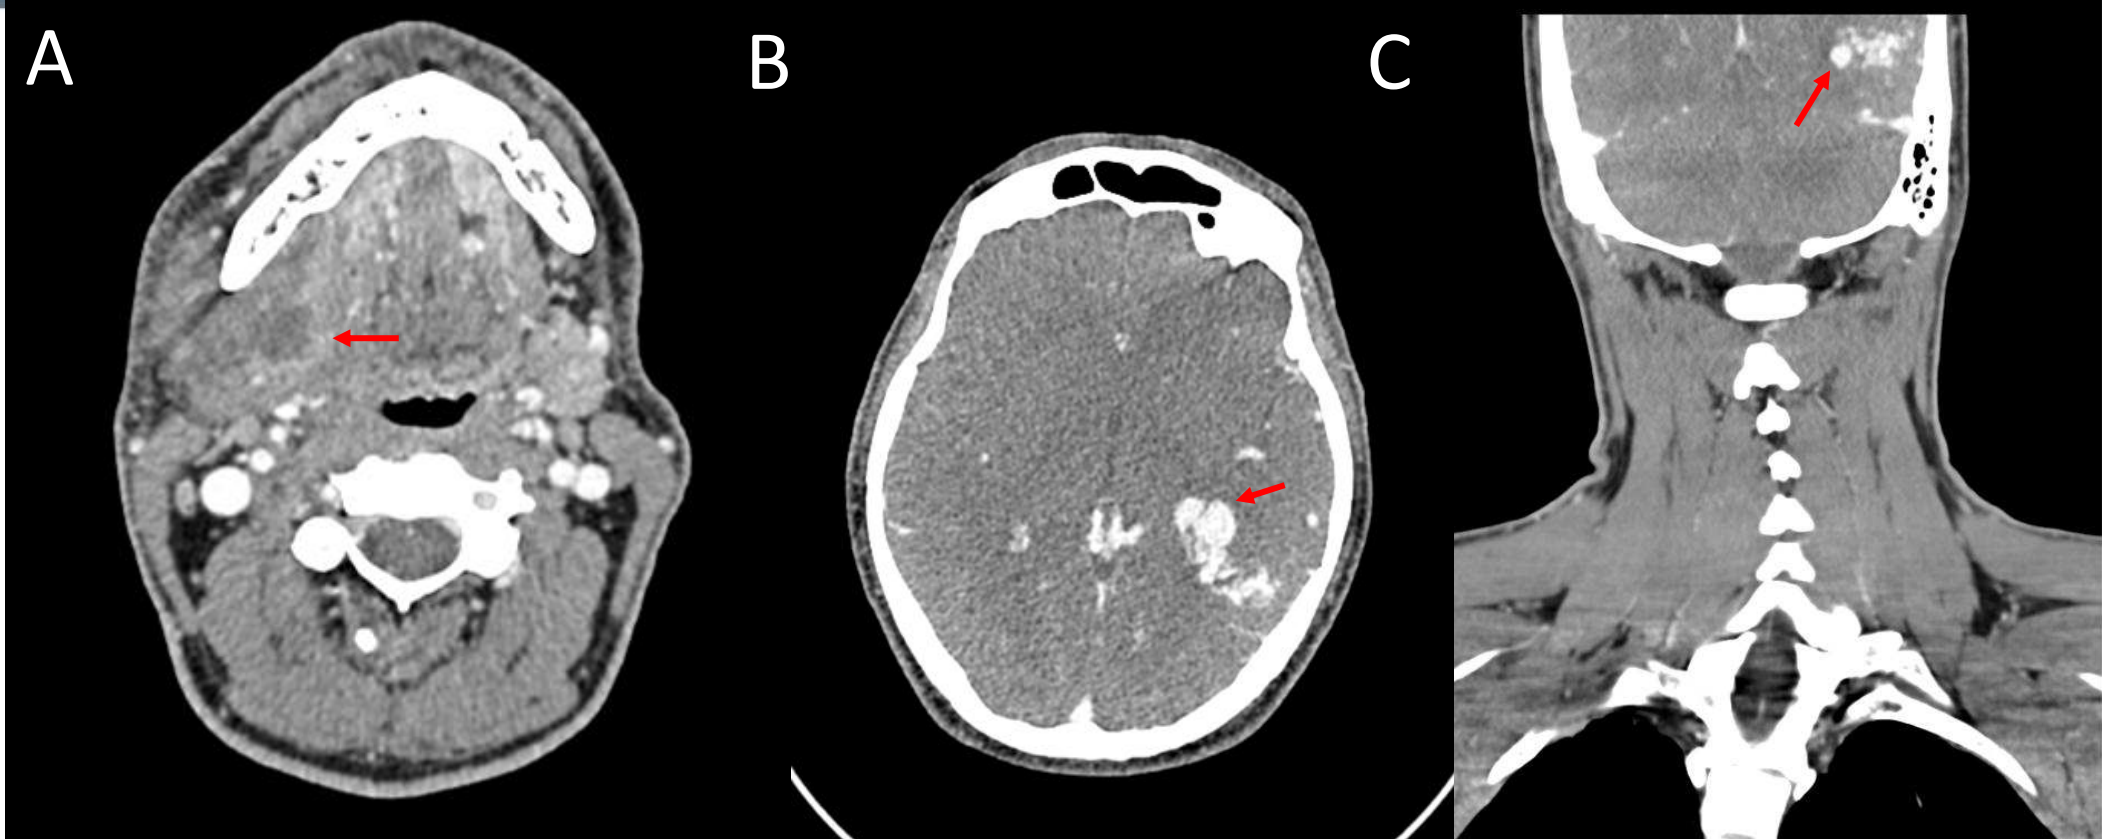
Angio-TC de arterias cerebrales. Se observa una maraña de estructuras vasculares en la región cuadrigémina izquierda con venas eferentes dilatadas que se dirigen principalmente al seno petroso izquierdo y al seno recto. No se identifica claramente aferencia arterial.
